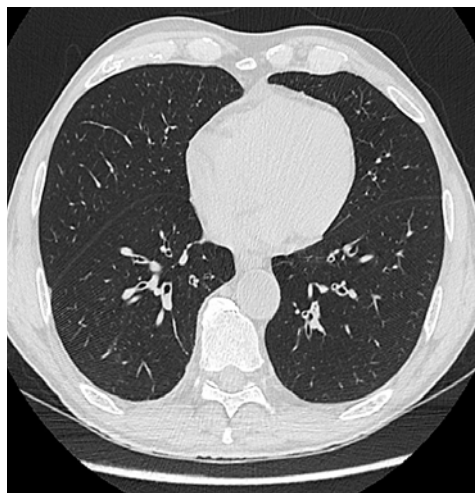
TC tórax. Sin hallazgos.
